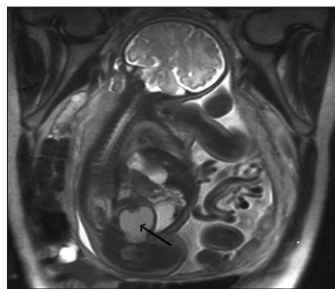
Resonancia magnética (RM) fetal que muestra tumoración pélvica (flecha) que comprime vejiga y ureterohidronefrosis.
